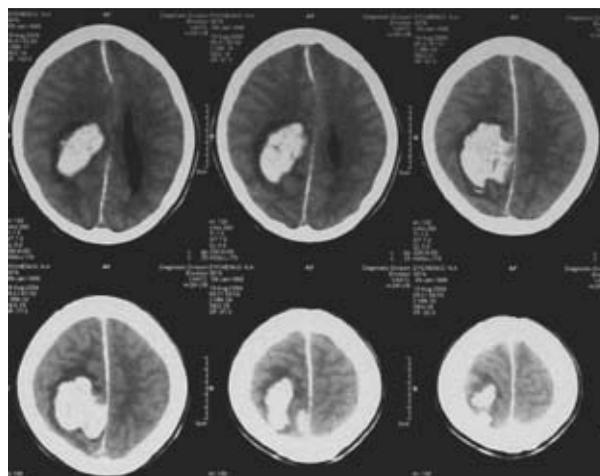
КТ головного мозга больного Д-о Н., 18 лет. Внутримозговая гематома правой области с незначительным перифокальным отеком мозгового вещества и смещением срединных структур
